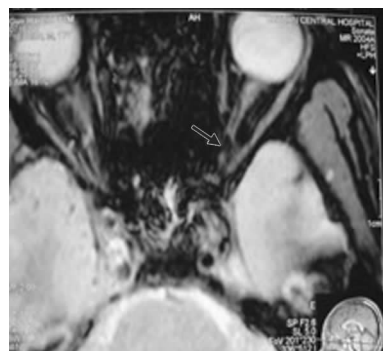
MRI示左侧视神经鞘膜下血肿,视神经水肿(箭头所示)
